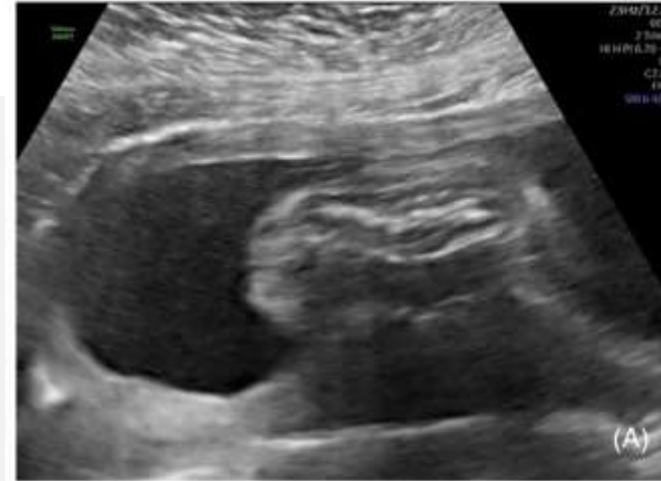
Ultrasound diagnosis of VACTERL association:
